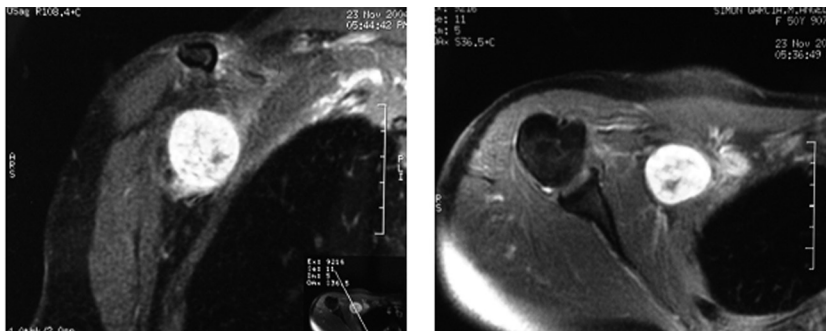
Resonancia magnética del hombro derecho preoperatoria. Cortes coronal (izquierda) y axial (derecha). Se observa una lesión bien delimitada, de 35 mm de diámetro máximo, que realza tras la administración de gadolinio, sin poder determinar un diagnóstico radiológico definitivo.
